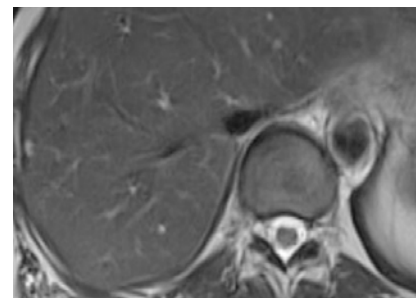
Магнитно-резонансная томография после 6 курсов лечения комбинацией пембролизумаба 200 мг + ленватиниб 10–20 мг/сут: исчезновение контрольных очагов
